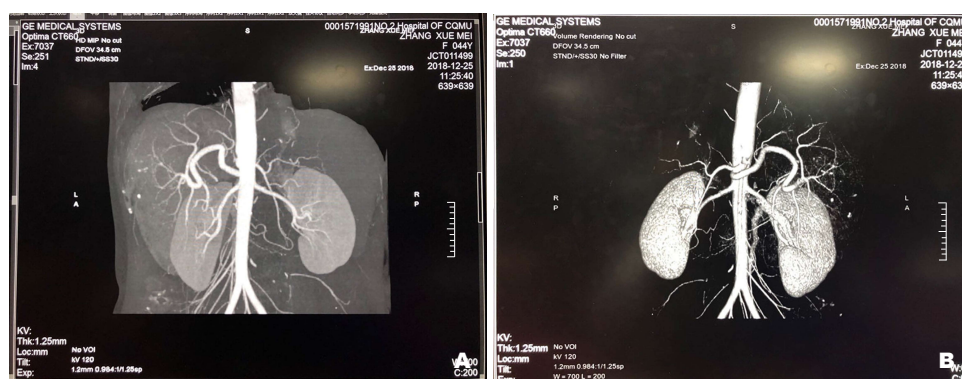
门静脉系统血管CT静脉造影成像, 可见食管胃底静脉曲张侧枝循环开放。A-B: 在CT静脉造影不同层面, 同1例患者食管胃底静脉曲张, 脾肾分流形成。
